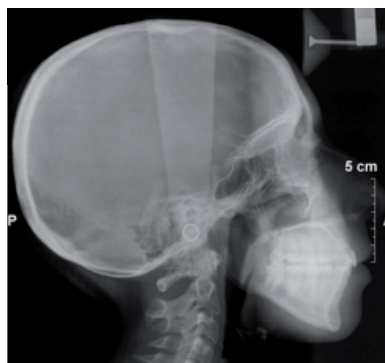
Téléradiographie de profil de fin de traitement.
